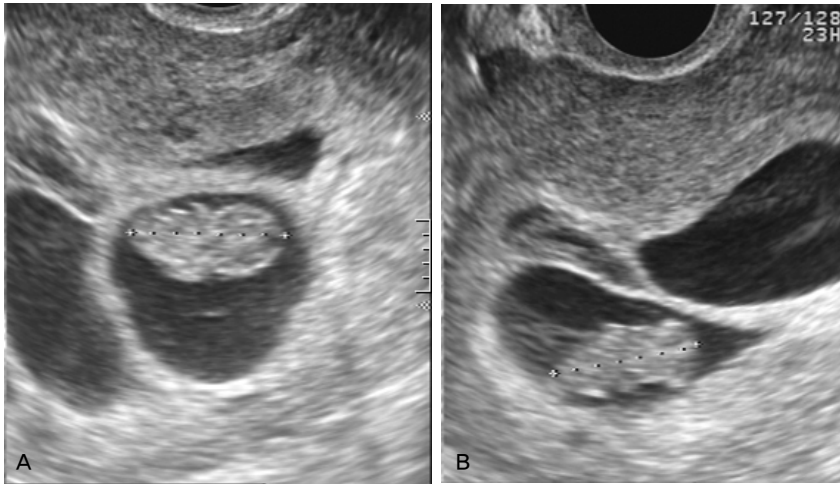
Transvaginal sonogram shows a twin pregnancy at 9⁺⁰ weeks of gestation. (A) One fetus has a smooth and round margin of cephalic pole. (B) Another fetus has an irregular margin of cephalic pole.
